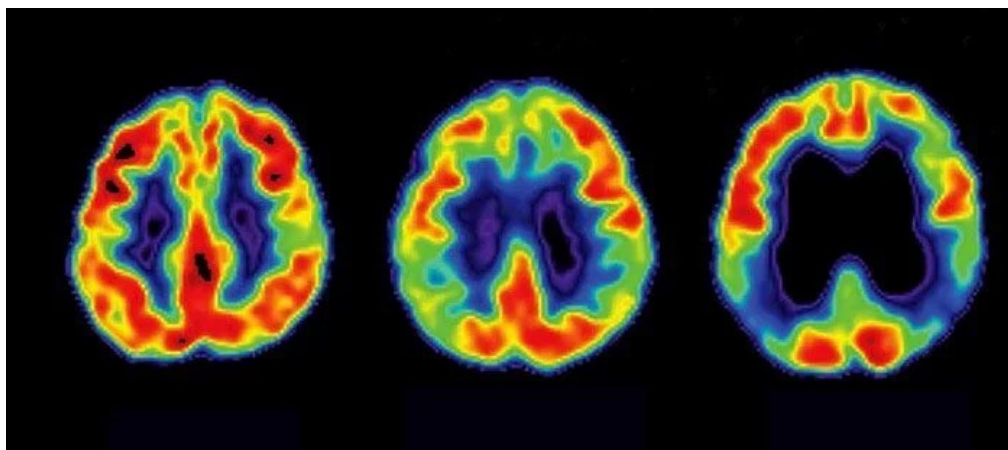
Pattern FDG-PET cerebrali atipici nei pazienti con Parkinson. Fonte: La Neurologia italiana
